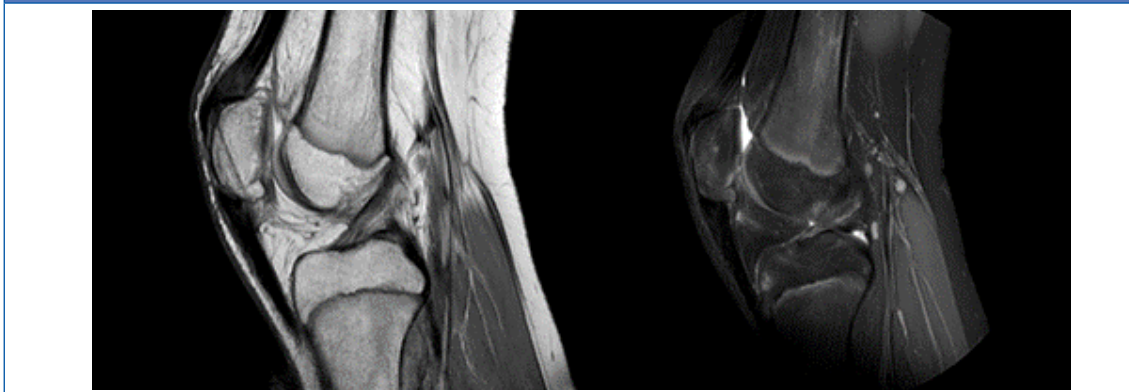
Corte sagital de resonancia magnética de rodilla en T2 y DP con supresión grasa, respectivamente, tras realizar la sutura Krakow para unir ambos fragmentos
